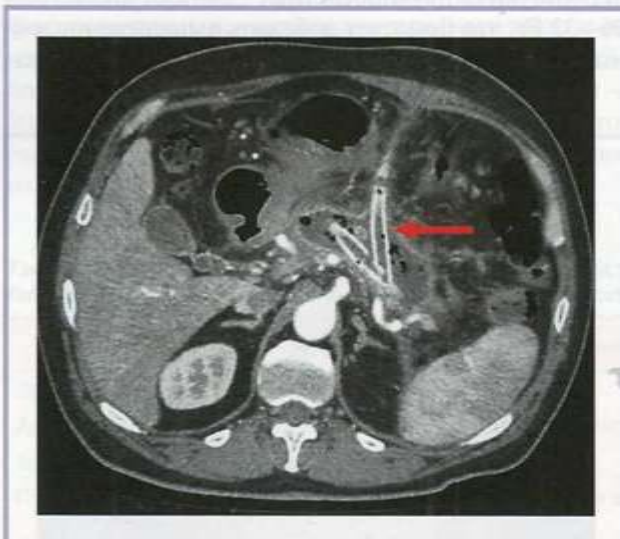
КТ органов брюшной полости (аксиальный срез).
